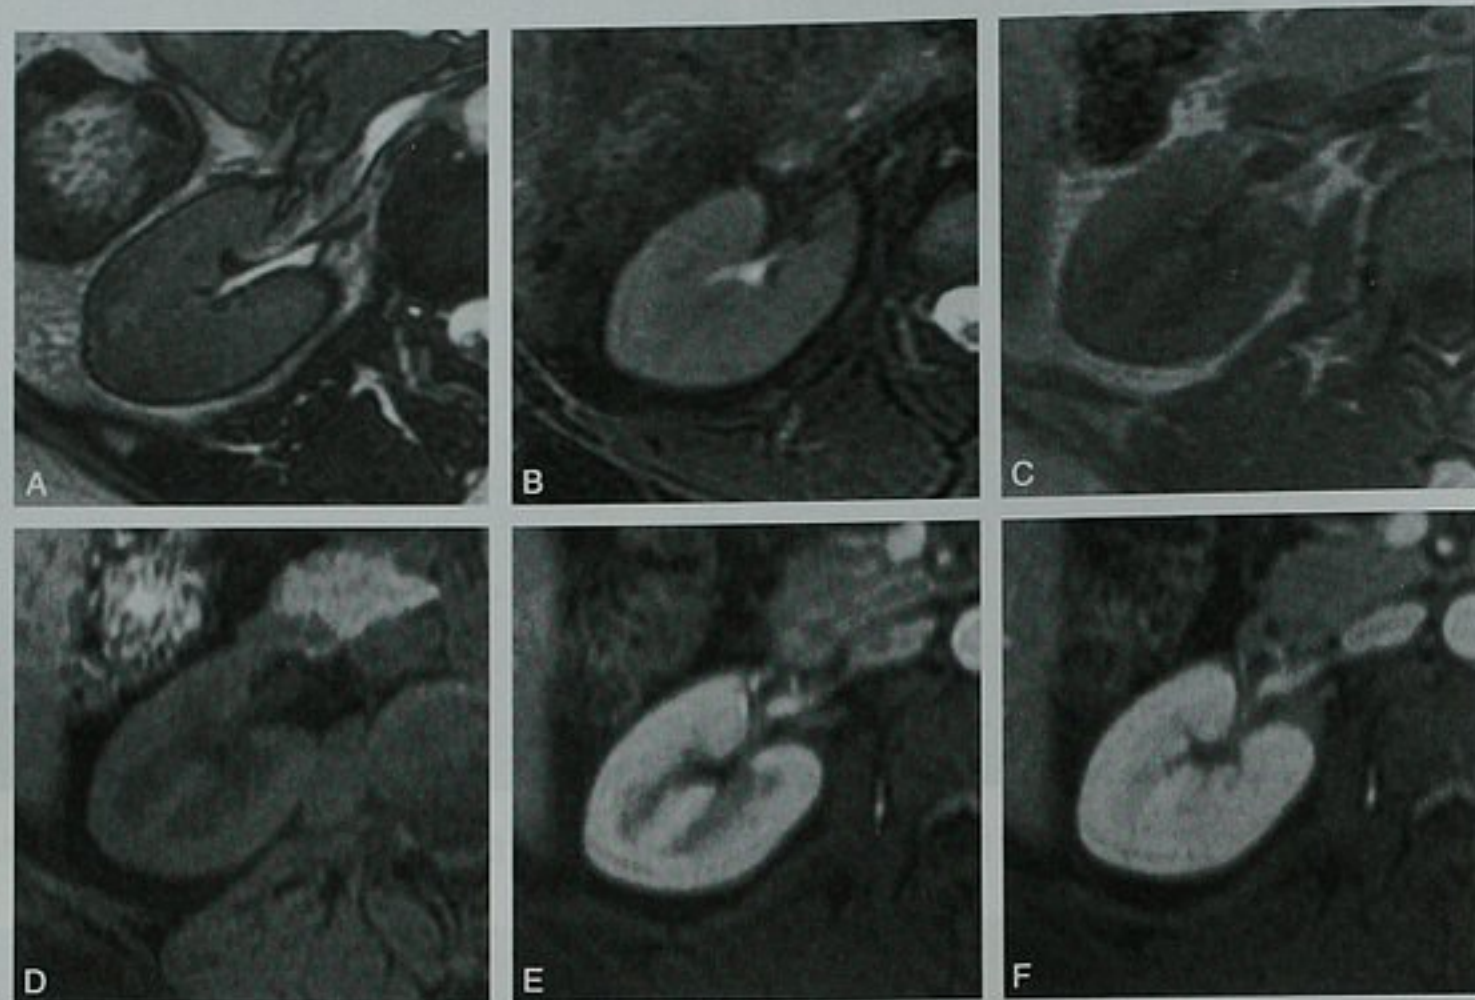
正常肾脏的 MRI 表现。A. 稳态自由进动图像; (B) 脂肪抑制 T2WI; (C) T1WI; (D) 脂肪抑制 T1WI; (E) 增强后皮髓质期; (F) 增强后肾实质期
